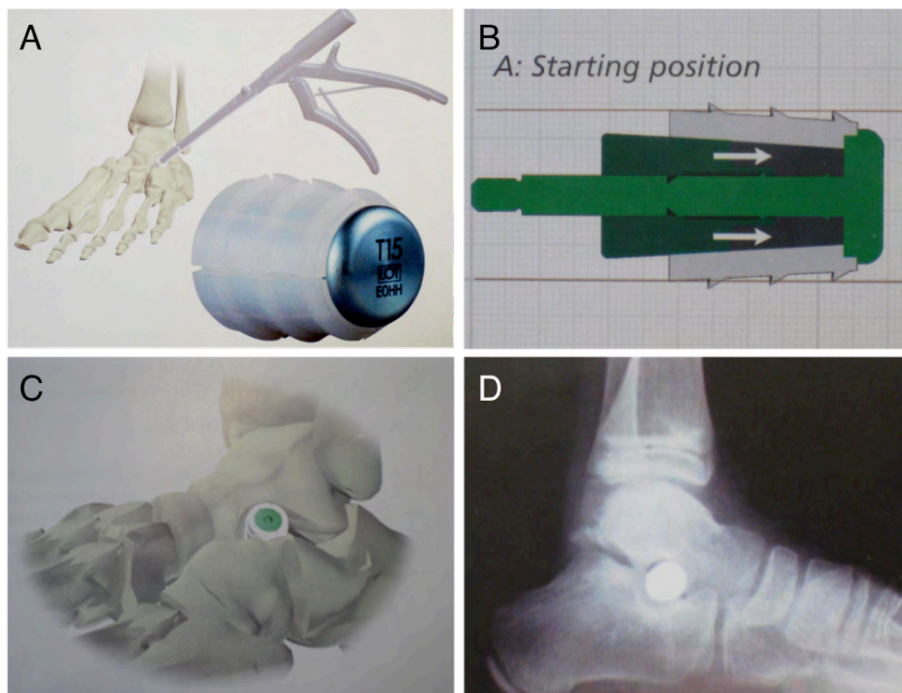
(A) Das Kalix-II-Implantat wird mit dem Impaktor in den Sinus tarsi eingebracht. (B) Expansionstechnik der Kalix-Schraube. (C) Korrekte Lage der Kalix-Schraube im Sinus tarsi. (D) Röntgenkontrolle der korrekten Kalix-Schraubenlage (aus: Operationsanleitung der Firma Newdeal, Lyon, Frankreich).
